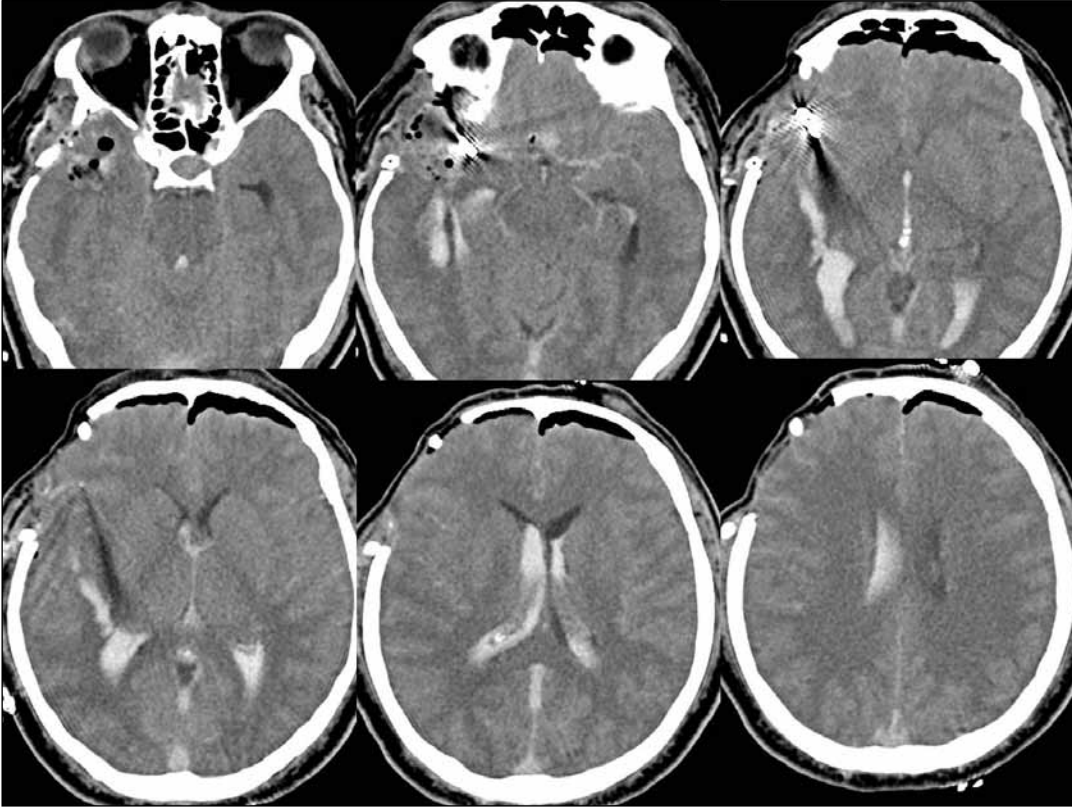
Şekil 5'deki hastanın postoperatif BT tetkikinde başvurusu ardından konulan sağ lateral ventriküldeki EVD kateteri ve sol kaudat nukleus başındaki perforatör arter enfarktı ve klipler izlenmektedir.
